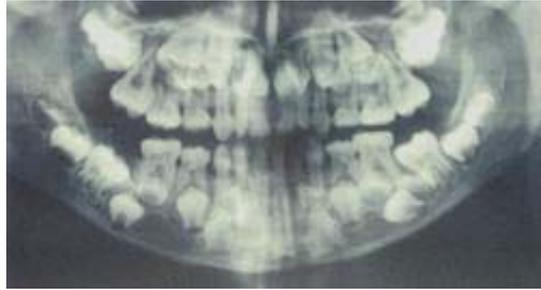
Radiografía panorámica de un paciente con displasia cleidocraneal en la cual se observa la formación de varios dientes supernumerarios ⁽³⁾.
